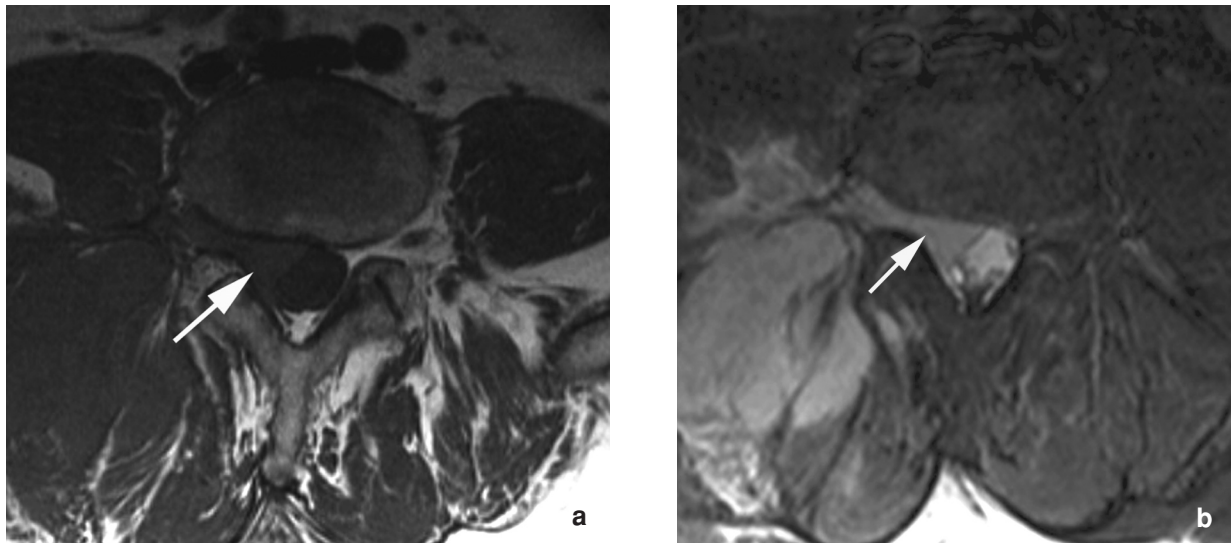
(a, b) : Coupes IRM axiales en pondération T1 (a) et T2 (b) mettant en évidence une infiltration lymphomateuse du foramen intervertébral droit et de l'espace épidural antérieur et antérolatéral droit (flèches). Noter l'importante masse tumorale au sein des masses musculaires paravertébrales droites.
